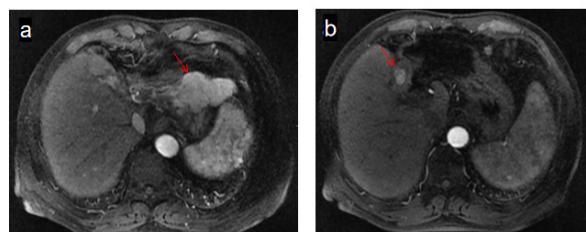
MRI显示左肝结节 (a), 胆囊内结节灶 (b)
